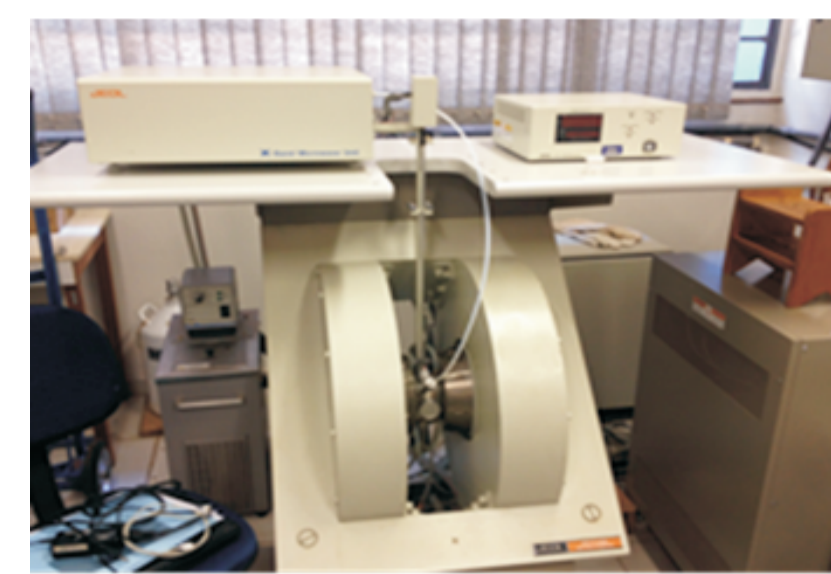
Espectômetro de Ressonância Paramagnética Eletrônica (JEOL FA200 – Banda X) do DFM-USP-RP
